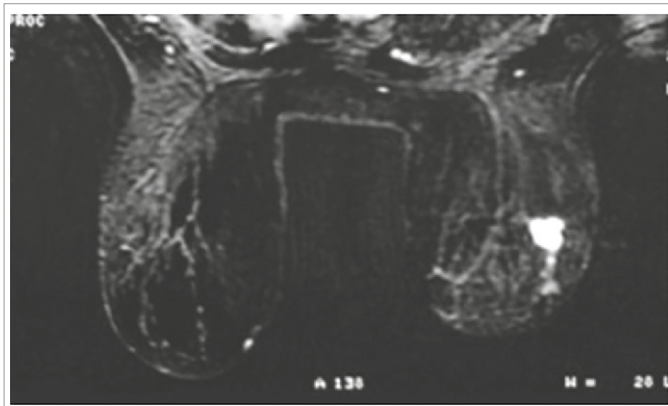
Resonancia con aumento de captación patológica.
